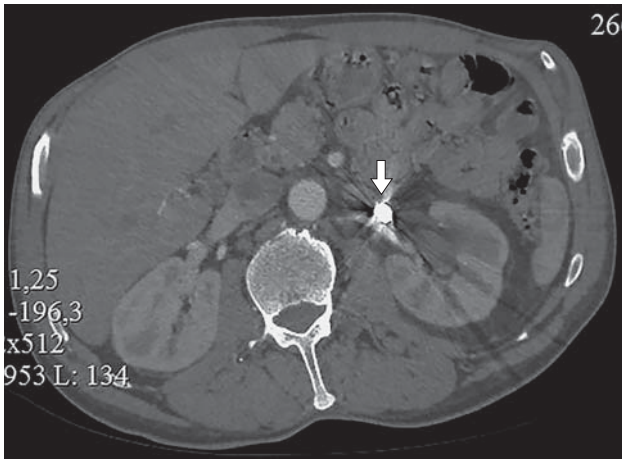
КТ с контрастированием. Стрелкой указан осколок.
